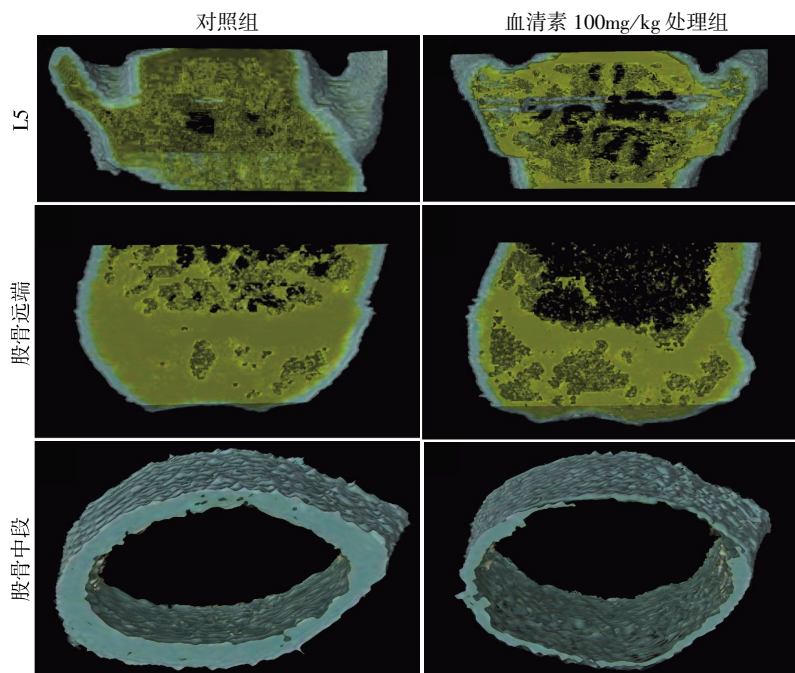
血清素处理组和对照组小鼠骨皮质及骨小梁 μ CT 重建
